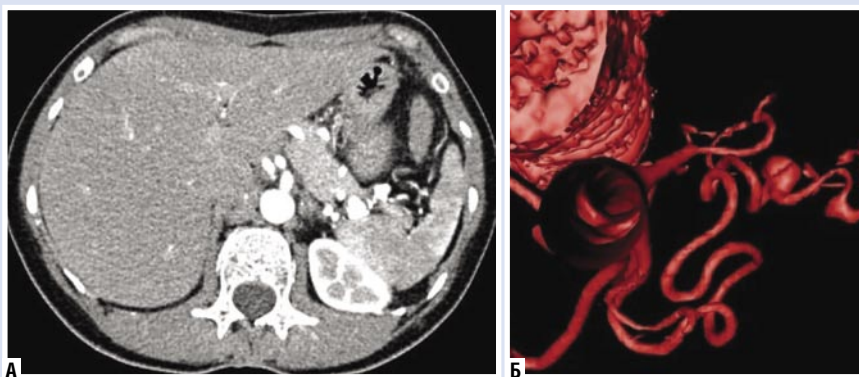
МСКТ брюшного отдела аорты с контрастированием: А – КТ-ангиограмма, Б – трехмерное моделирование
